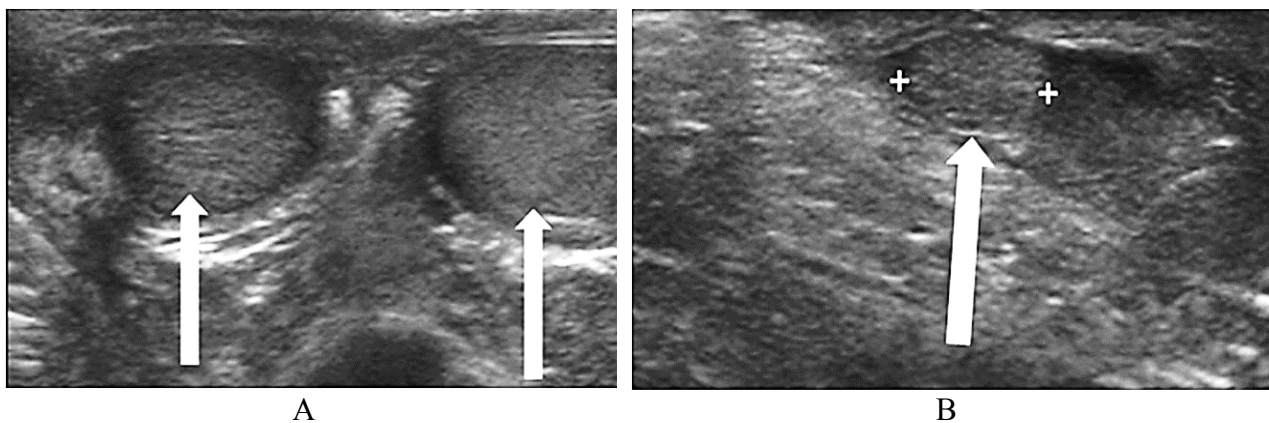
УЗИ пациента 11 лет. Показаны нормальные яички с каждой стороны мошонки (белые стрелки) (А). УЗИ правого пахового канала того же пациента. На снимке видно овальное образование диаметром 0,7 см, которое по своей эхо-структуре соответствует яичку (белая стрелка) (В). Полиорхизм (полиорхидия) определяется как наличие более чем двух яичек (Artul S., 2014; Абекенов Б.Д. и соавт., 2016)
